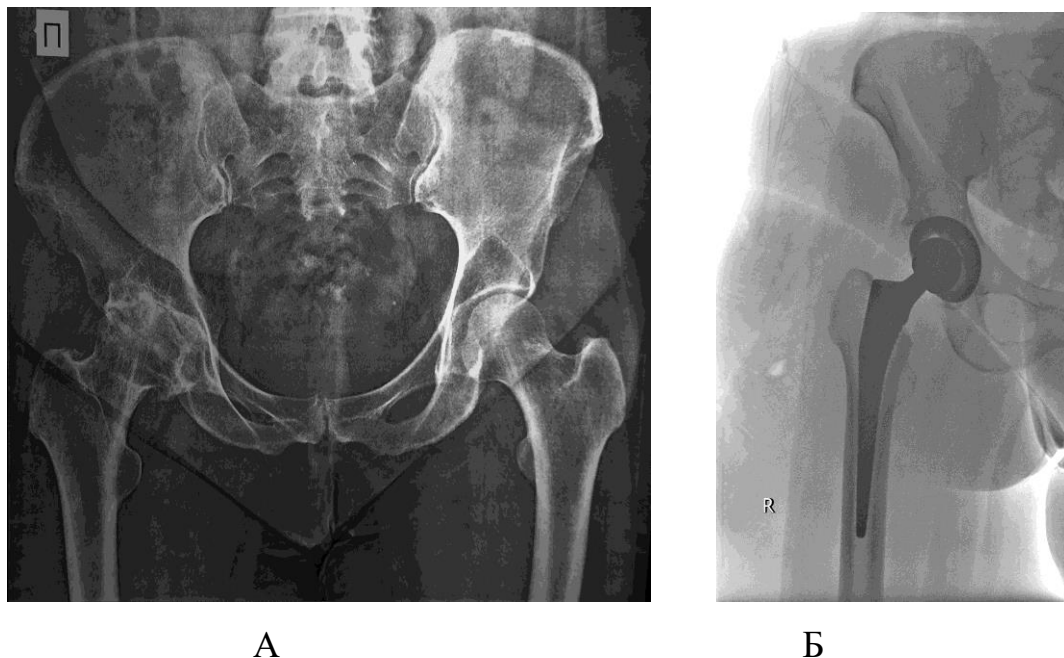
Рентгенограмма таза пациентки П., 63 лет до операции (А) и рентгенограмма правого тазобедренного сустава после операции (Б).
